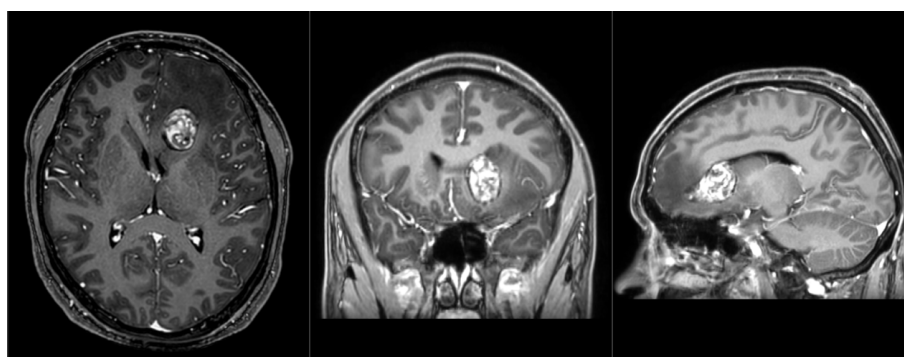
Preoperative enhanced magnetic resonance imaging
